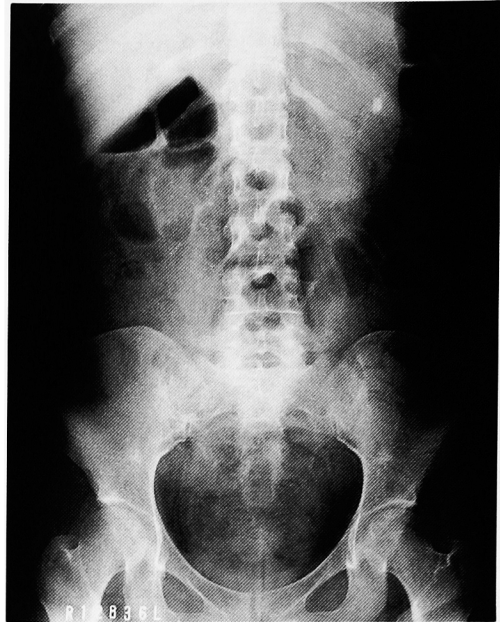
Radiograph (1997.7.28) after PNL and TUL showed removal of almost all stones except for one residual fragment in the upper calyx of the left kidney.
